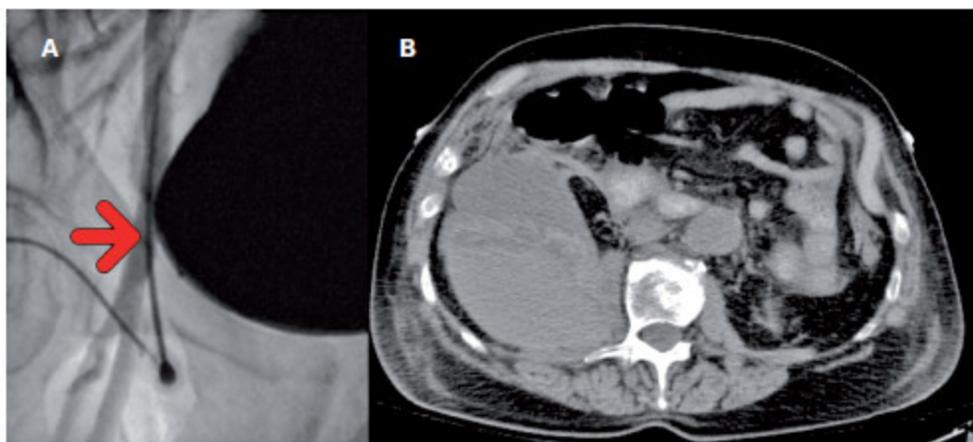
En el panel A se puede observar una punción alta, entrando en la arteria femoral por encima del borde superior de la cabeza del fémur. Panel B en el TAC abdominal se observa la presencia de sangre en el espacio retroperitoneal.
